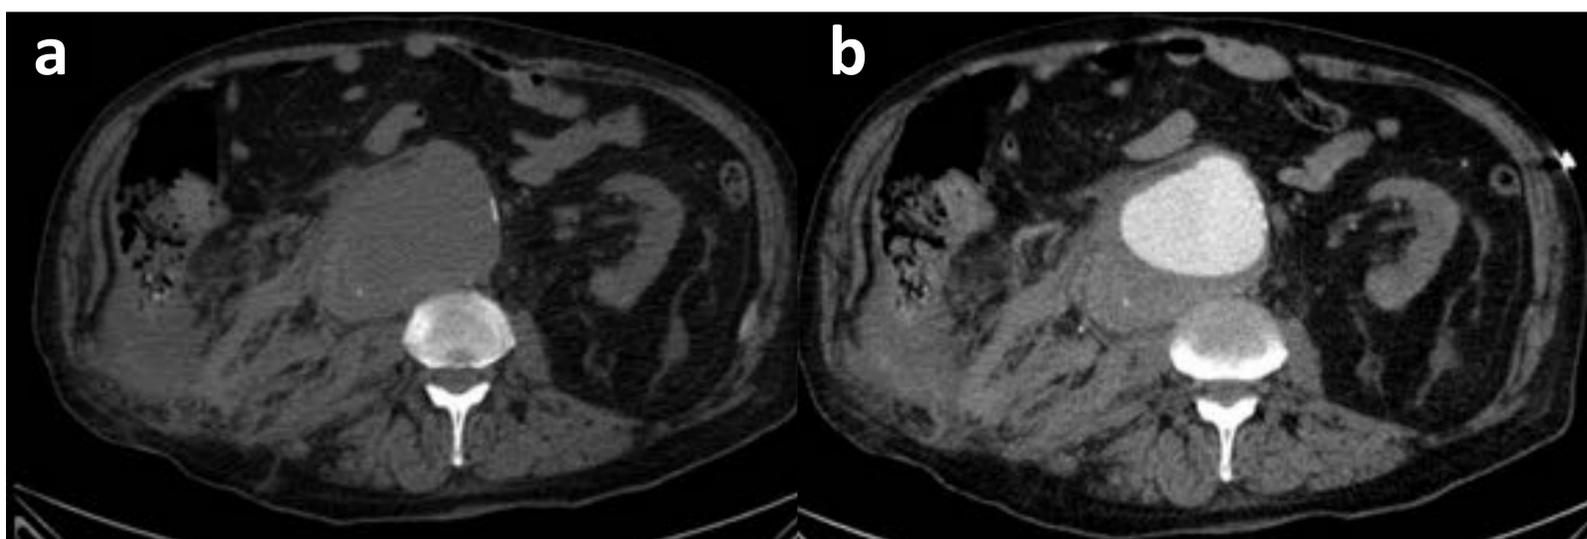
(a y b). Varón de 82 años intervenido de aneurisma de aorta abdominal, presenta dolor abdominal de predominio en flanco derecho y síncope. TC sin CIV (a) y ANGIOTC (b): Se identifica aneurisma infrarrenal con hematoma periaórtico agudo con hematoma retroperitoneal y «drapped aorta sign o signo del abrazo aórtico» donde la pared posterior de la aorta adopta la morfología del cuerpo vertebral con pérdida del plano graso de separación. Hallazgos compatibles con rotura de aneurisma. Así mismo se identifica líquido heterogéneo en gotiera parietocólica derecha compatible con hemoperitoneo.
